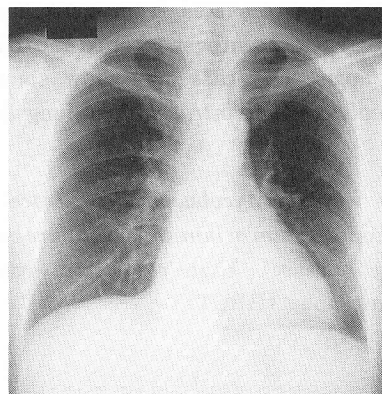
Chest roentgenogram on 27th October, 1994. No pulmonary lesion was seen.
